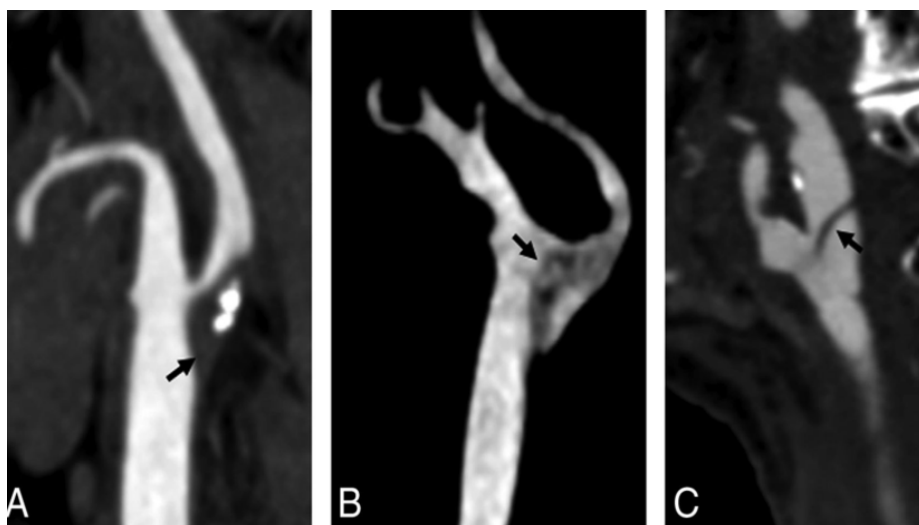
Stenozë sinjifikante bulbare nga pllaka aterosklerotike dhe dukje në CT angiografi. Raste të realizuara në QKUK.
